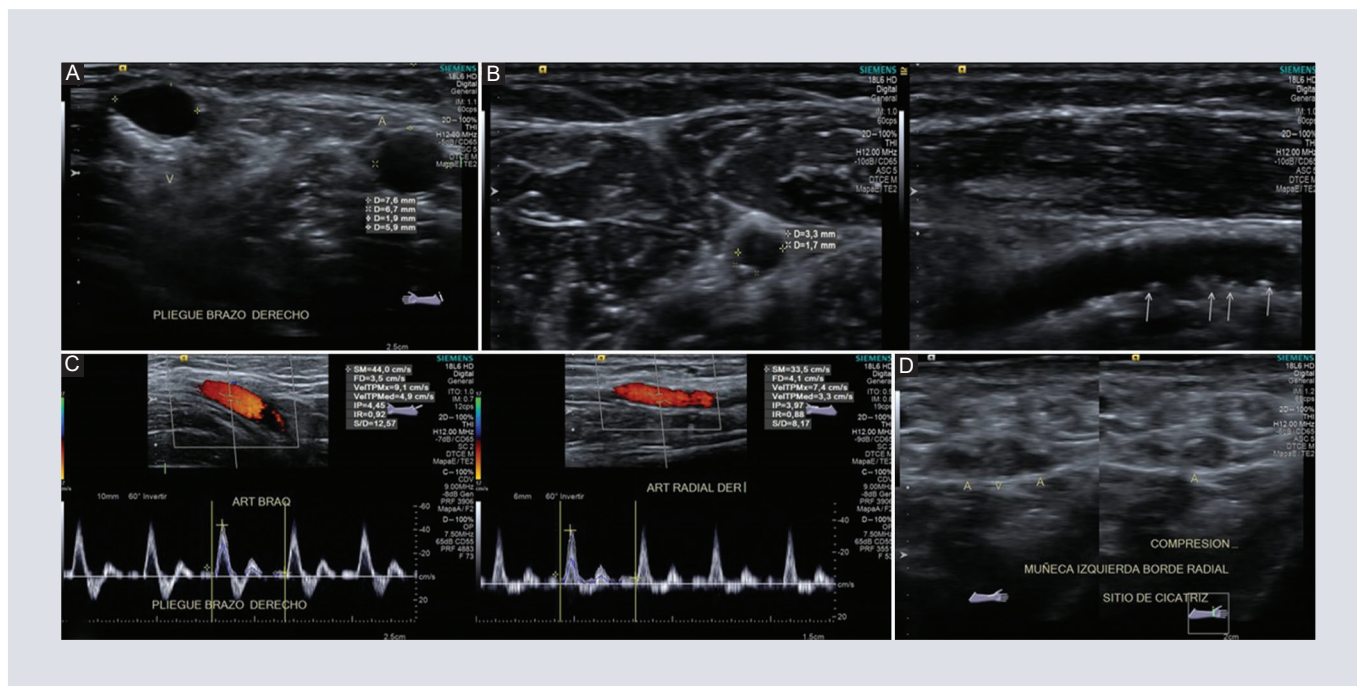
Mapeo vascular antes de la colocación del acceso para hemodiálisis. A: corte transversal de ultrasonido donde observamos el diámetro de la arteria braquial y cefálica. B: corte transversal y sagital de ultrasonido donde se muestra arteria cubital derecha a nivel del antebrazo con presencia de placas. C: corte sagital de ultrasonido con modo Doppler color y espectral de arteria braquial a nivel del pliegue y radial derechas, donde se observa el patrón de alta resistencia y velocidad picosistólica. D: corte transversal de ultrasonido donde se muestra sin compresión y con compresión de arterias y vena a nivel de la muñeca en borde radial.
